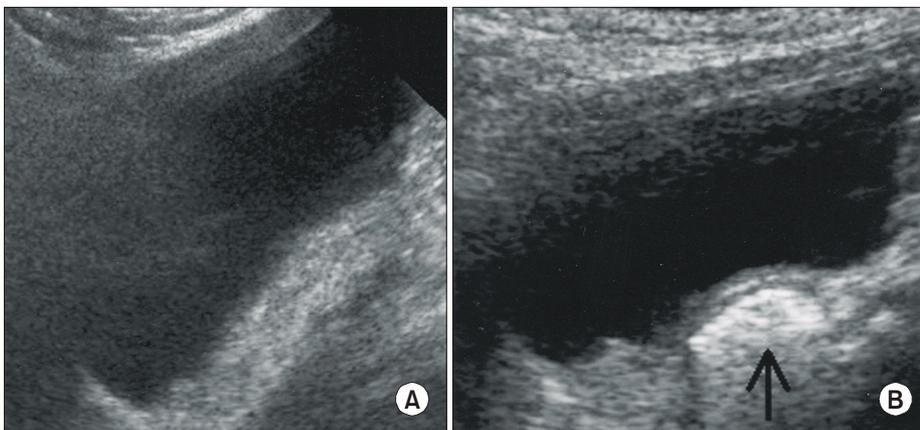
Urinary bladder sonography. (A) Preoperative bladder sonography shows no specific echogenic shadow at the right ureteral orifice. (B) Postoperative bladder sonography shows an echogenic nodule (arrow) of injected polydimethylsiloxane (PDS).
